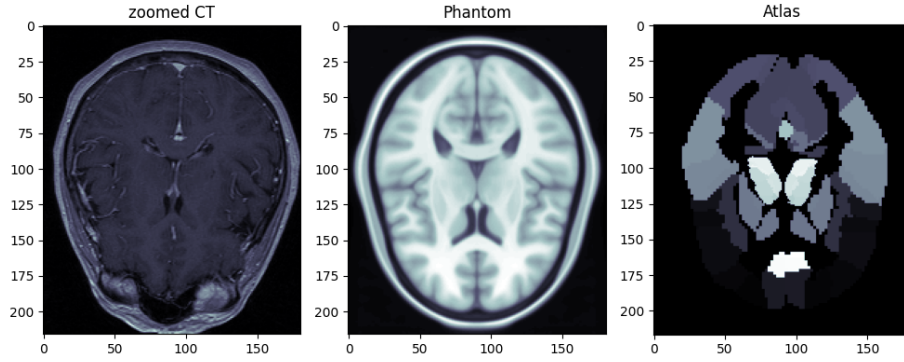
Imagen de la CT ajustada.
